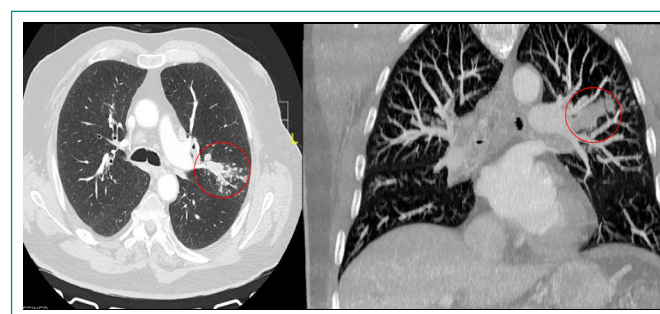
TC torácico con lesión pulmonar en el lóbulo superior izquierdo.
